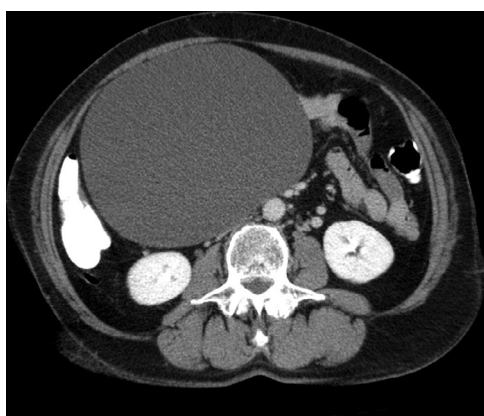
TAC abdomen: corte transversal-1.
